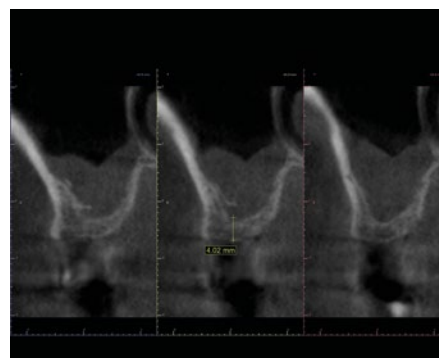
Cortes de tomografia computadorizada do rebordo ósseo remanescente.
